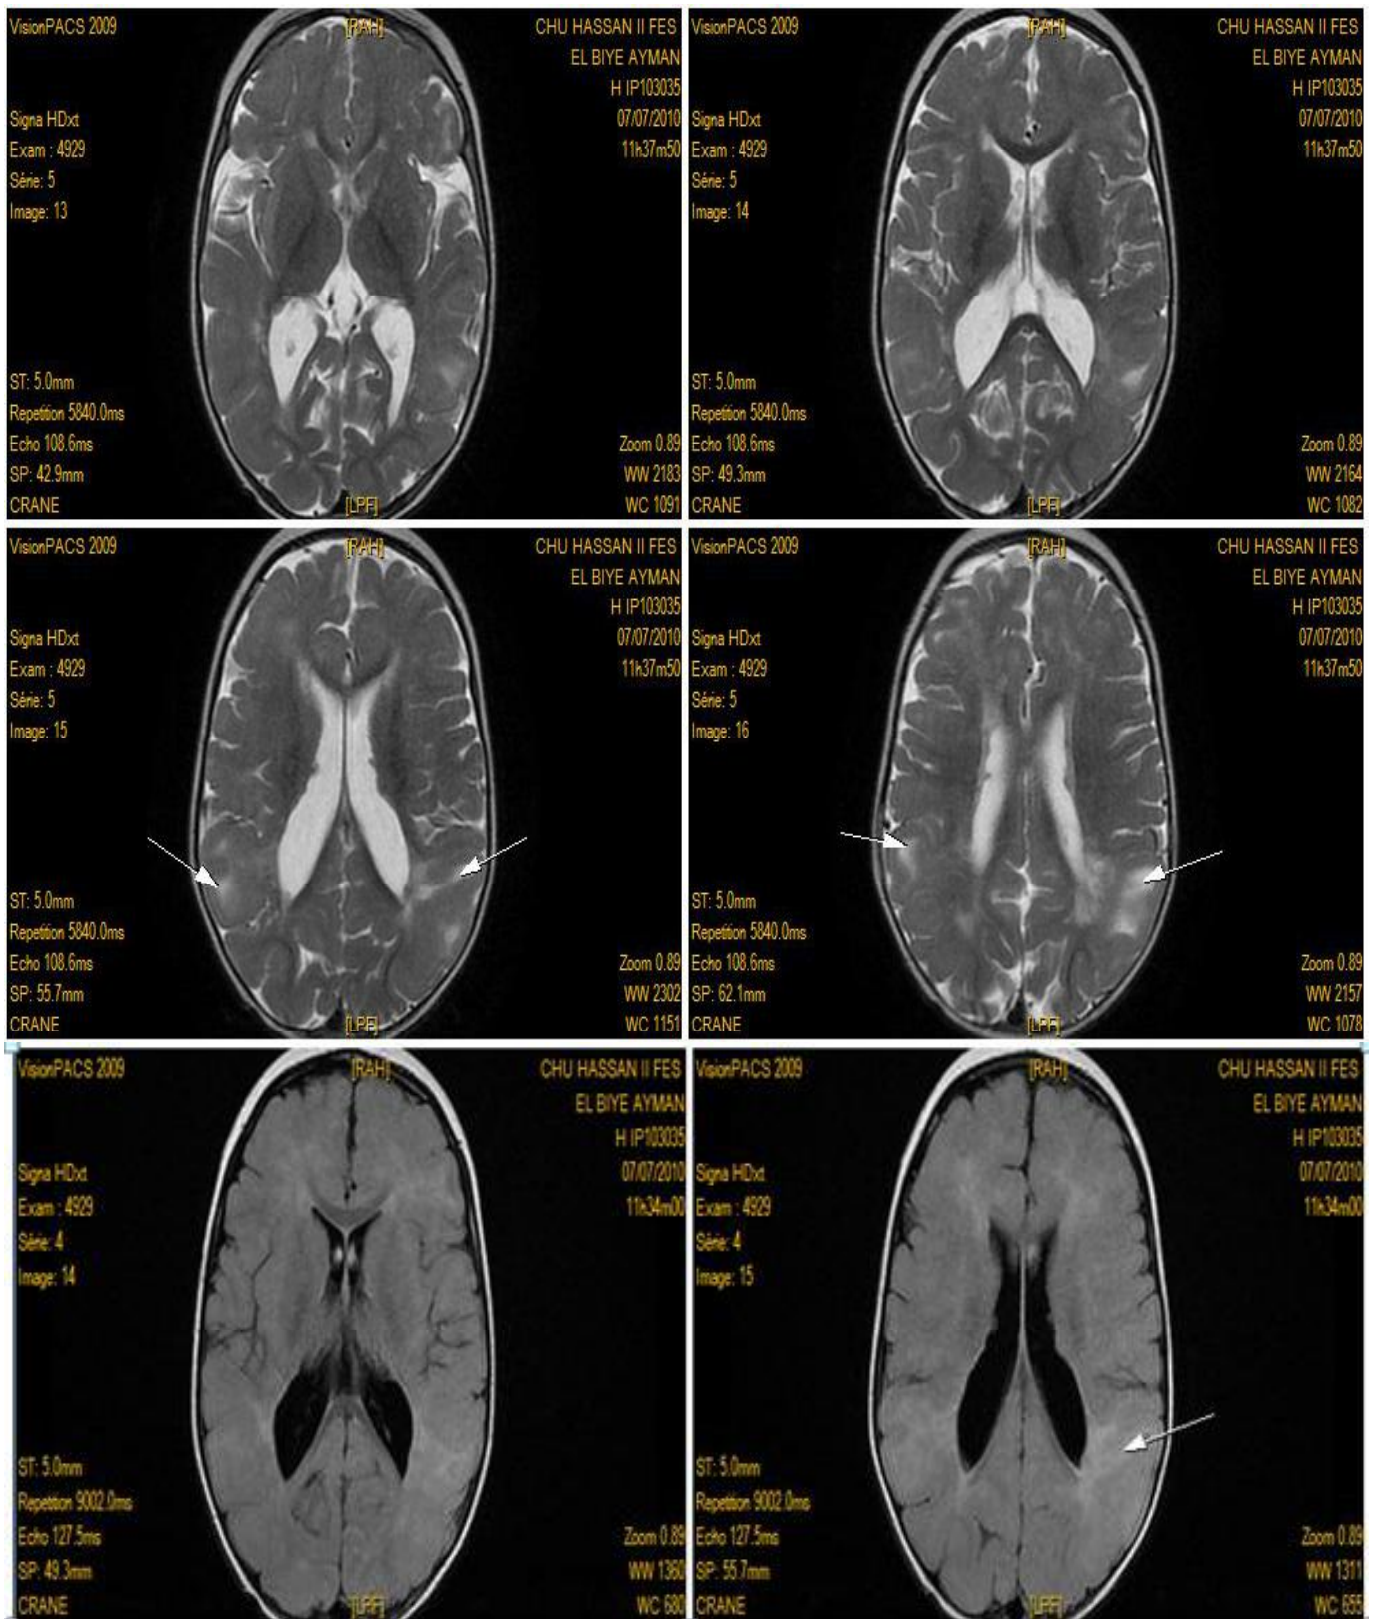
IRM cérébrale montrant de multiples lésions en hypersignal de la substance blanche faisant évoquer une sclérose tubéreuse de Bourneville.
